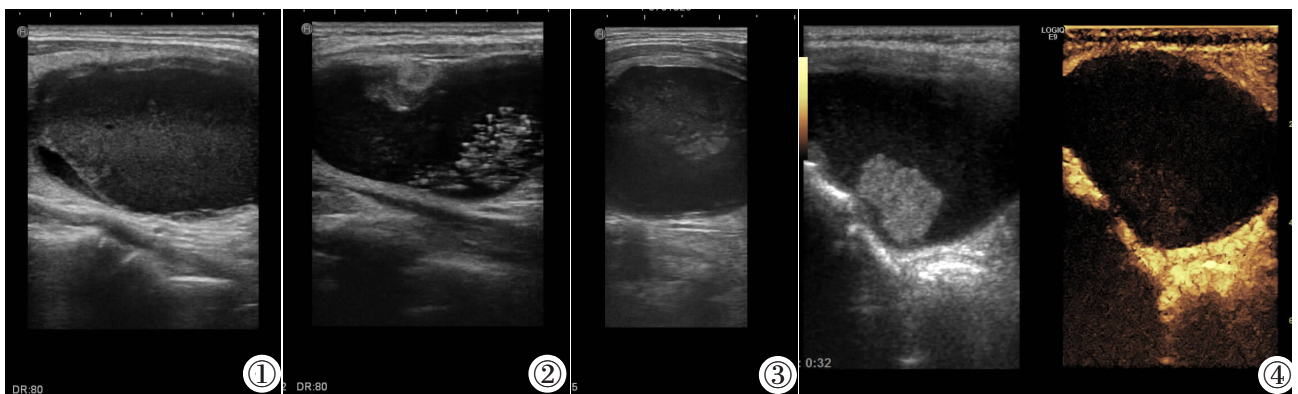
甲状腺出血性囊性结构内充满点状低回声漂浮物及边缘胶质形成的无回声区。图 2 甲状腺出血性囊性结构内胶质形成的混杂结构内可见伴有彗星尾的点状强回声。图 3 甲状腺出血性囊性结构内血性液体与胶质融合形成的无回声区。图 4 甲状腺出血性囊性结构内形成的不规则略强回声凝集物,超声造影时不显影。
